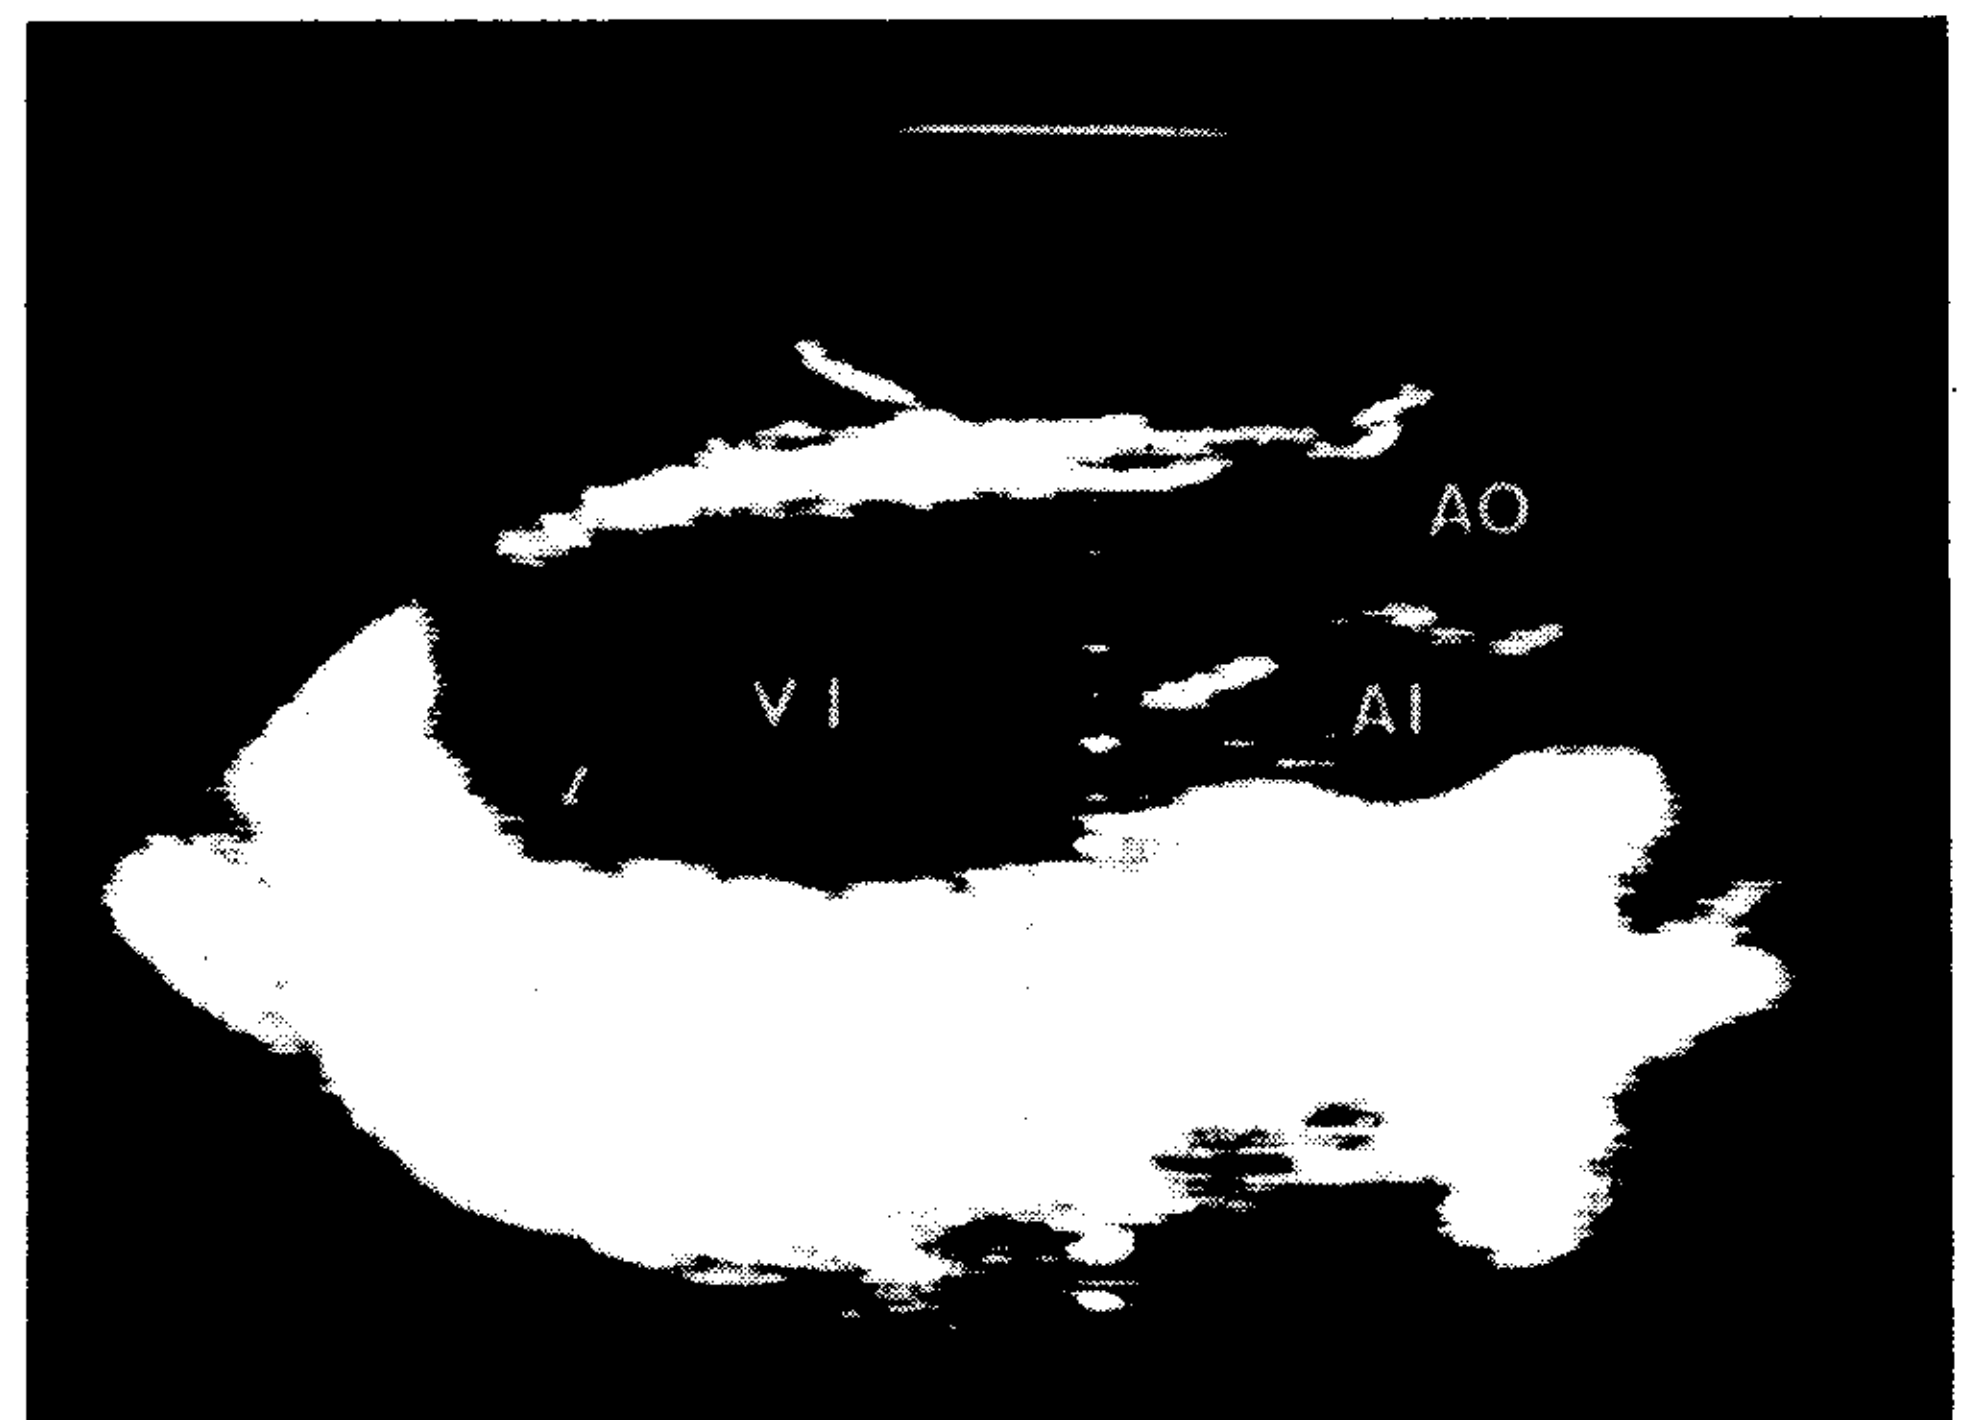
Ecocardiograma bidimensional en el eje largo paraesternal en decúbito supino del paciente 4. El ventrículo izquierdo está inusualmente elongado y muestra una protuberancia en su porción apical (flecha). VI: ventrículo izquierdo; AO: aorta; AI: aurícula izquierda.
